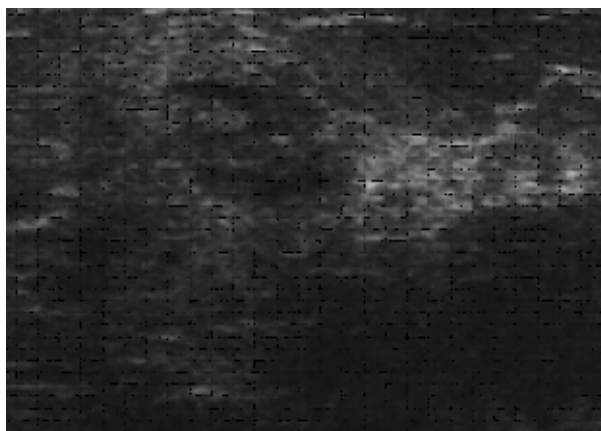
Ecografia mamária.
